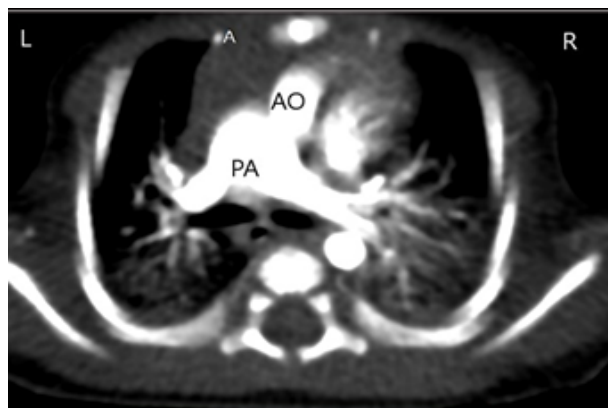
КТ-ангиография. Транспозиция магистральных сосудов. Аорта лежит справа от легочной артерии. AO – аорта, PA – легочная артерия
